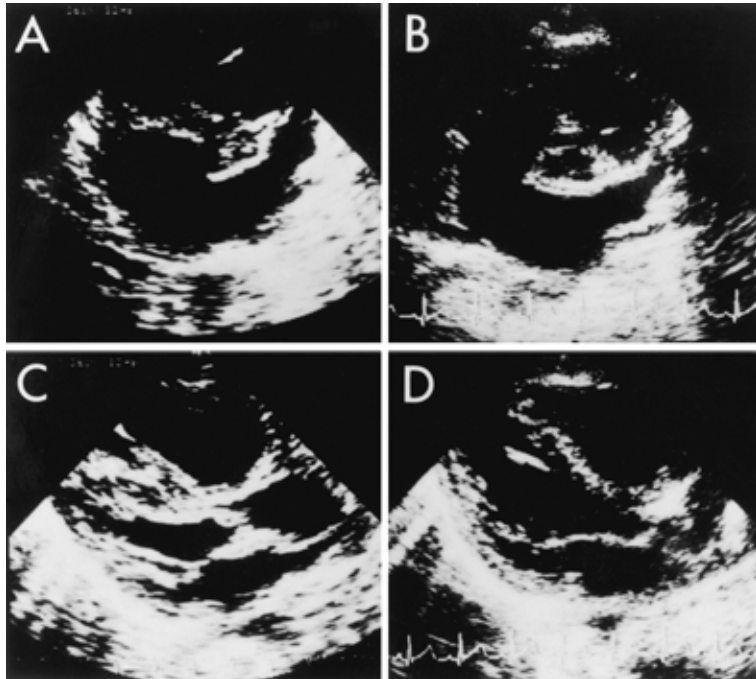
心断層エコー . A : BVP 前の大動脈弁の短軸像 . 弁尖の肥厚を認める . B : BVP から 2 週間後の大動脈弁の短軸像 . C : BVP 前の左室長軸像 . 左室拡張末期であるが , 内腔は小さい . D : BVP から 2 週間後の左室長軸像 . C に比して左室腔は拡大している .
